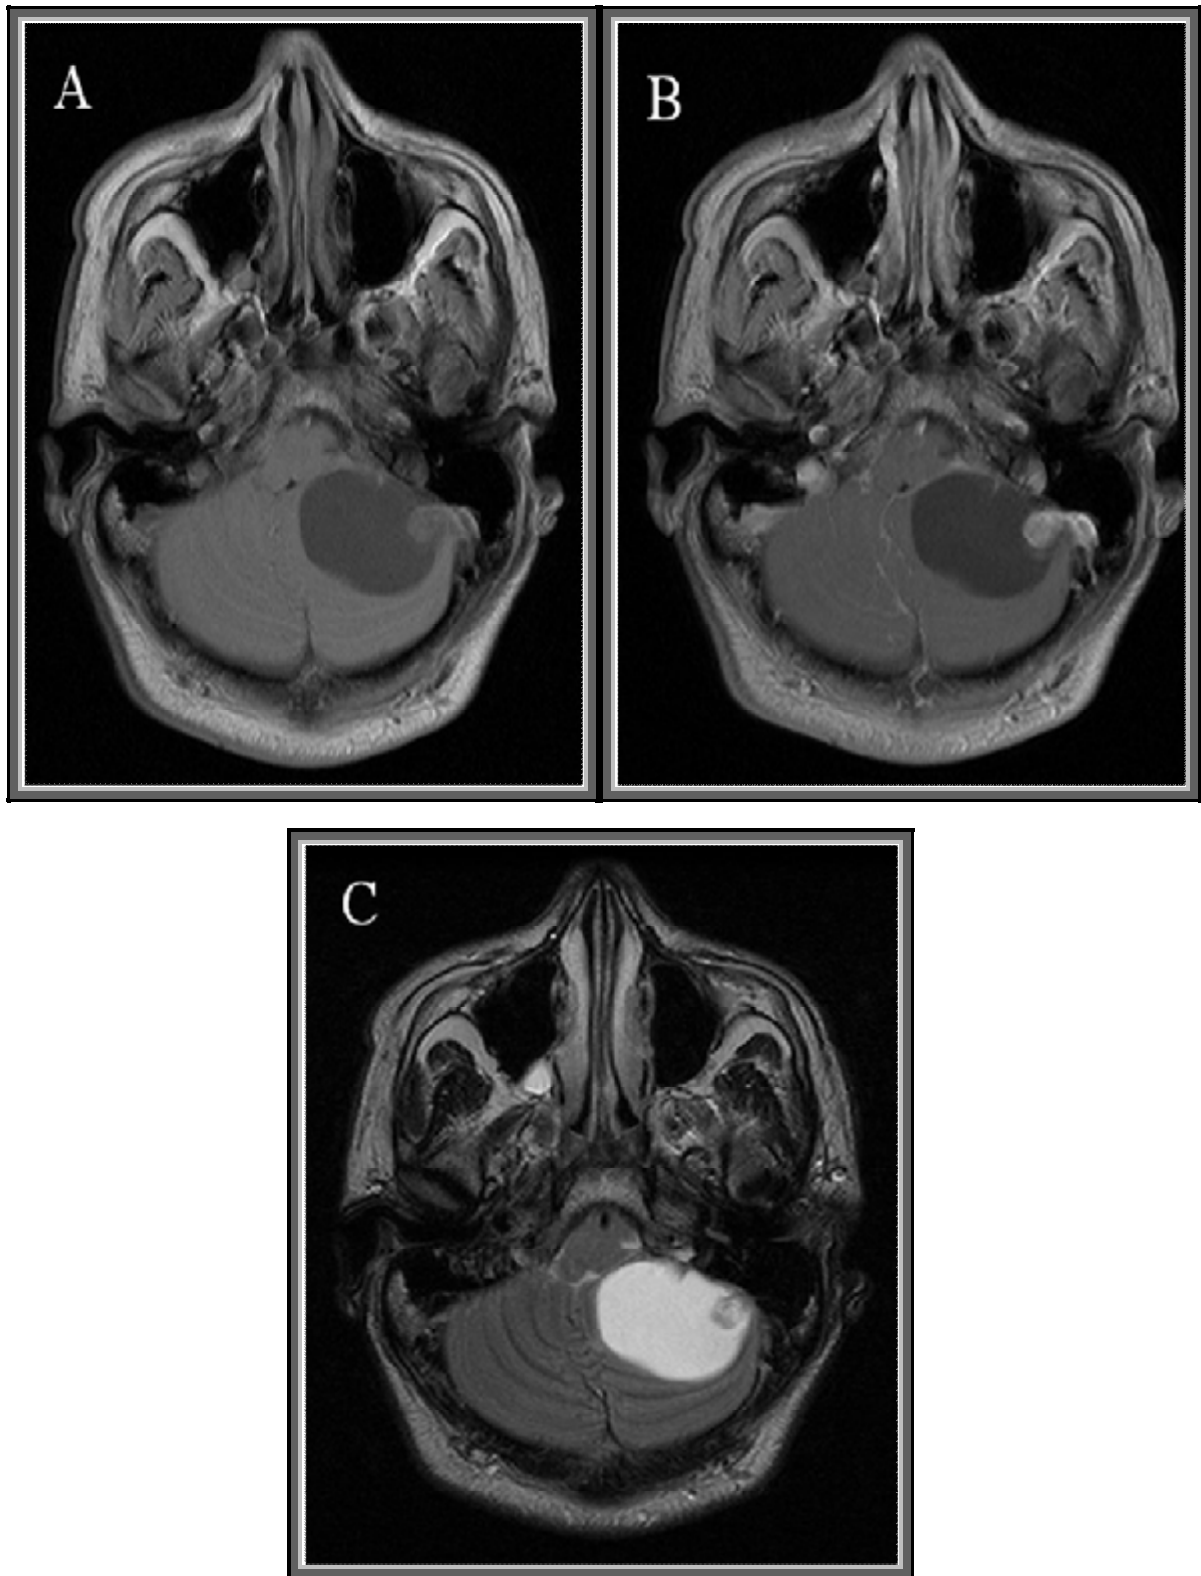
IRM cérébrale en coupes axiales, séquence pondérée T1 sans (A) et après injection de Gadolinium (B), et séquence T2 (C) montrant une lésion kystique, cérébelleuse gauche, bien limitée, renfermant un nodule mural à sa partie postéro-supérieure gauche, prenant fortement le contraste après injection. Aspect hautement évocateur d'un hémangioblastome.
